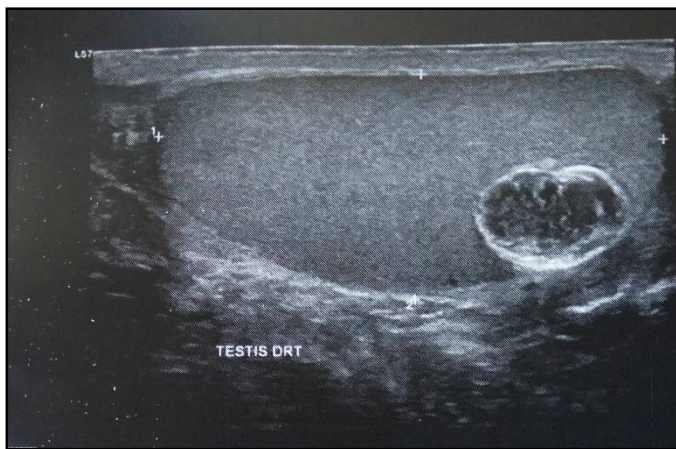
Testicule droit en coupe sagittale avec la sonde échographique 11,5 mHz.
